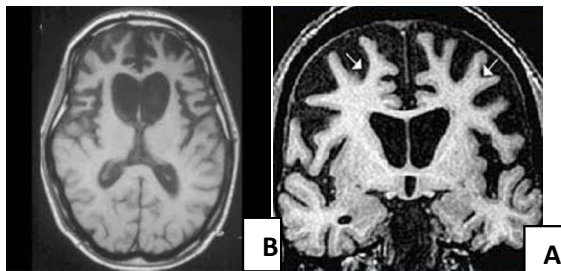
A: L'IRM axiale pondérée T2 montre une atrophie bi frontale et temporelle avec une variante comportementale sporadique de la démence frontotemporale. B : L'IRM coupe coronale pondérée flaire montrant une atrophie bitemporale avec la variante sémantique
